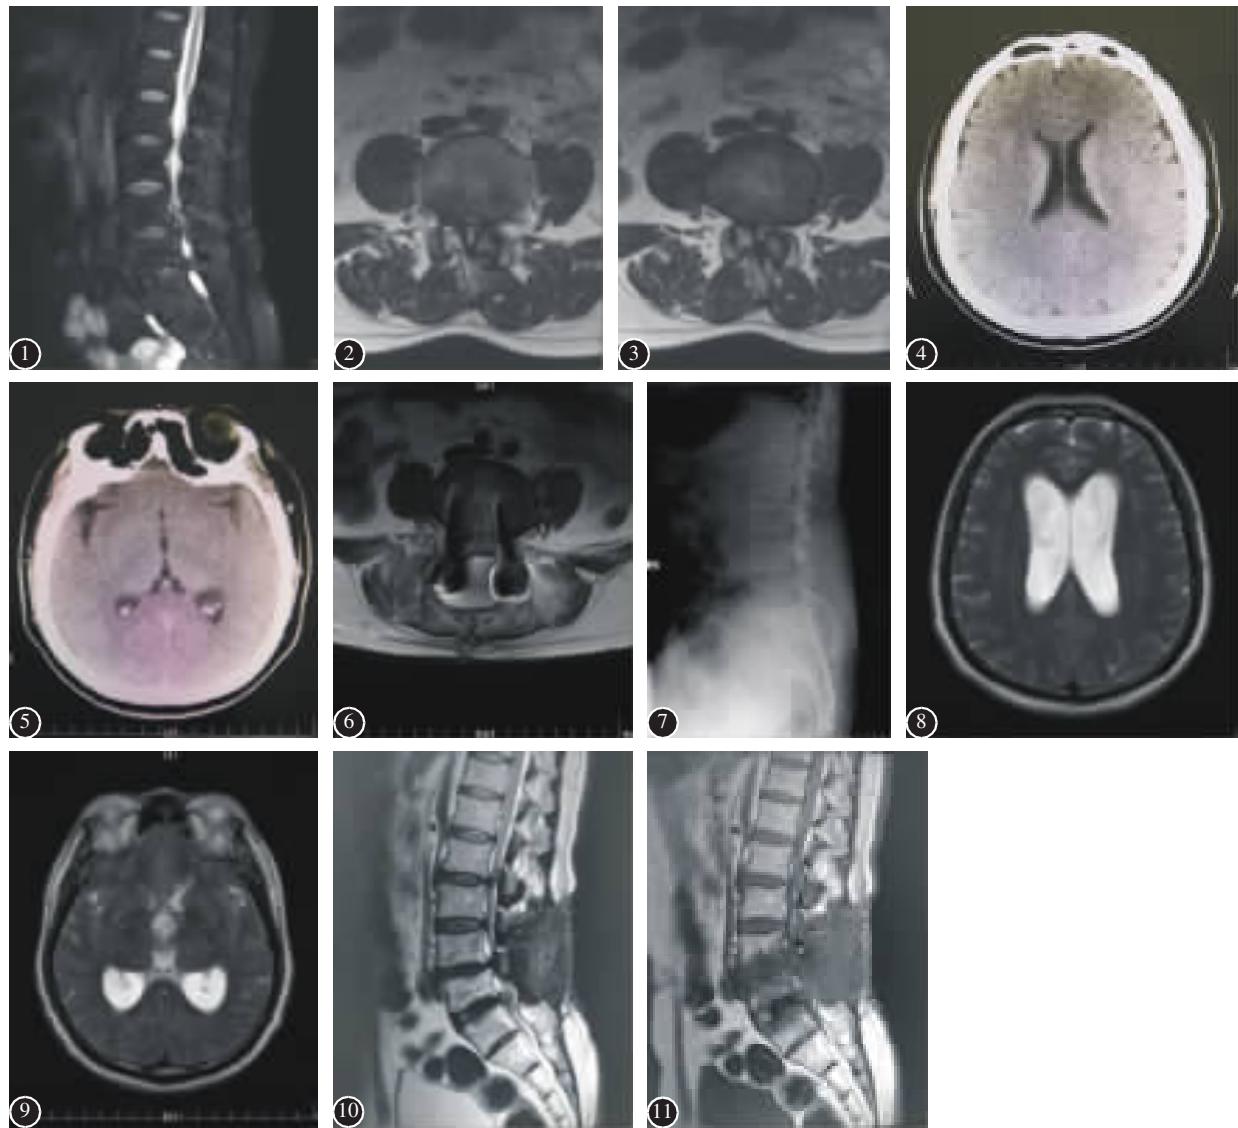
~3 术前 MRI 示腰椎退行性变,L4/5、L5/S1 椎间盘突出, 相应平面椎管狭窄
